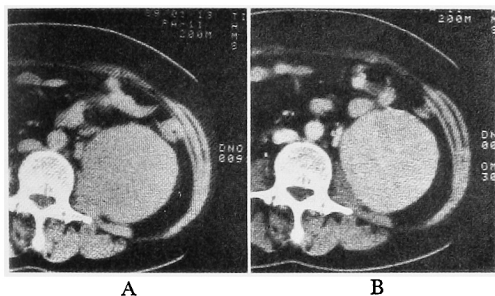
Case 7; Unenhanced CT scan demonstrates a hypodense tumor 12 cm in diameter (A). Postcontrast CT scan demonstrates a homogeneous and hypodense tumor (B).
